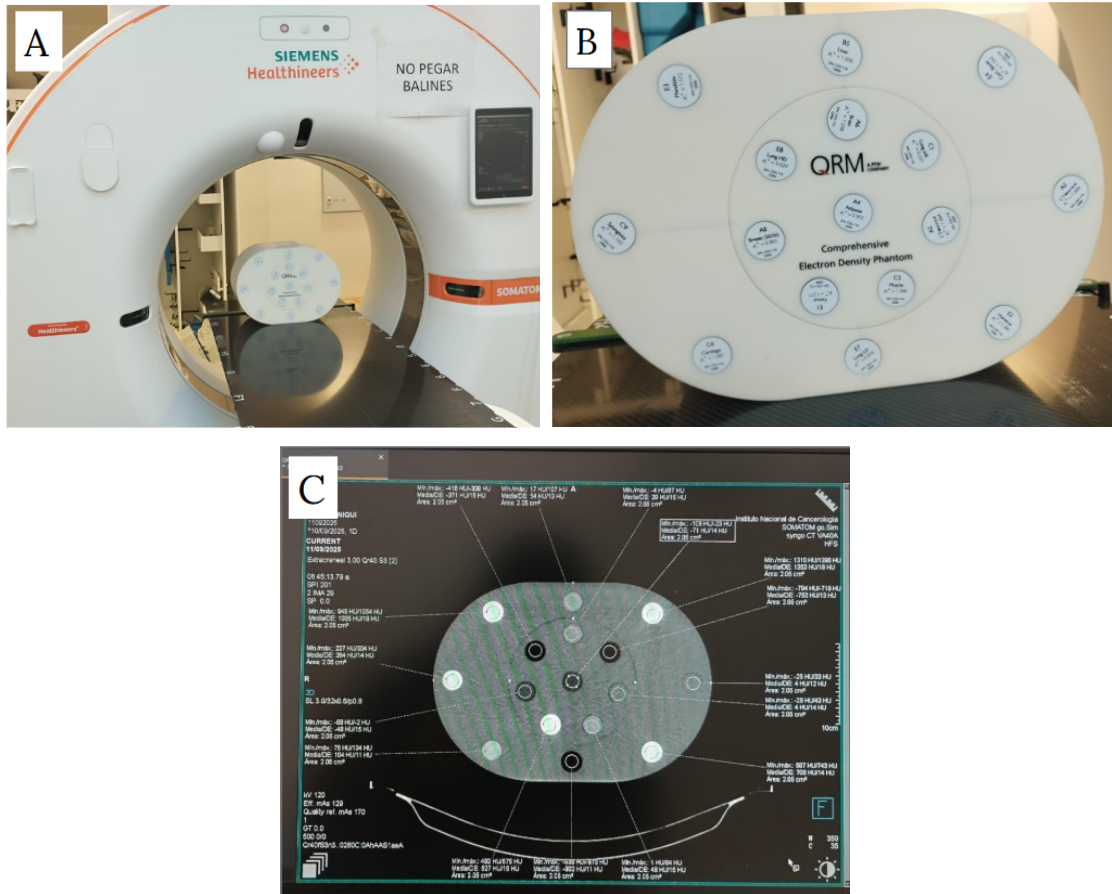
A) Maniquí con insertos para la curva de calibración de UH del CT simulador. B) Densidades electrónicas y materiales de los insertos del maniquí. C) Selección de UH en regiones de interés (ROIs).
